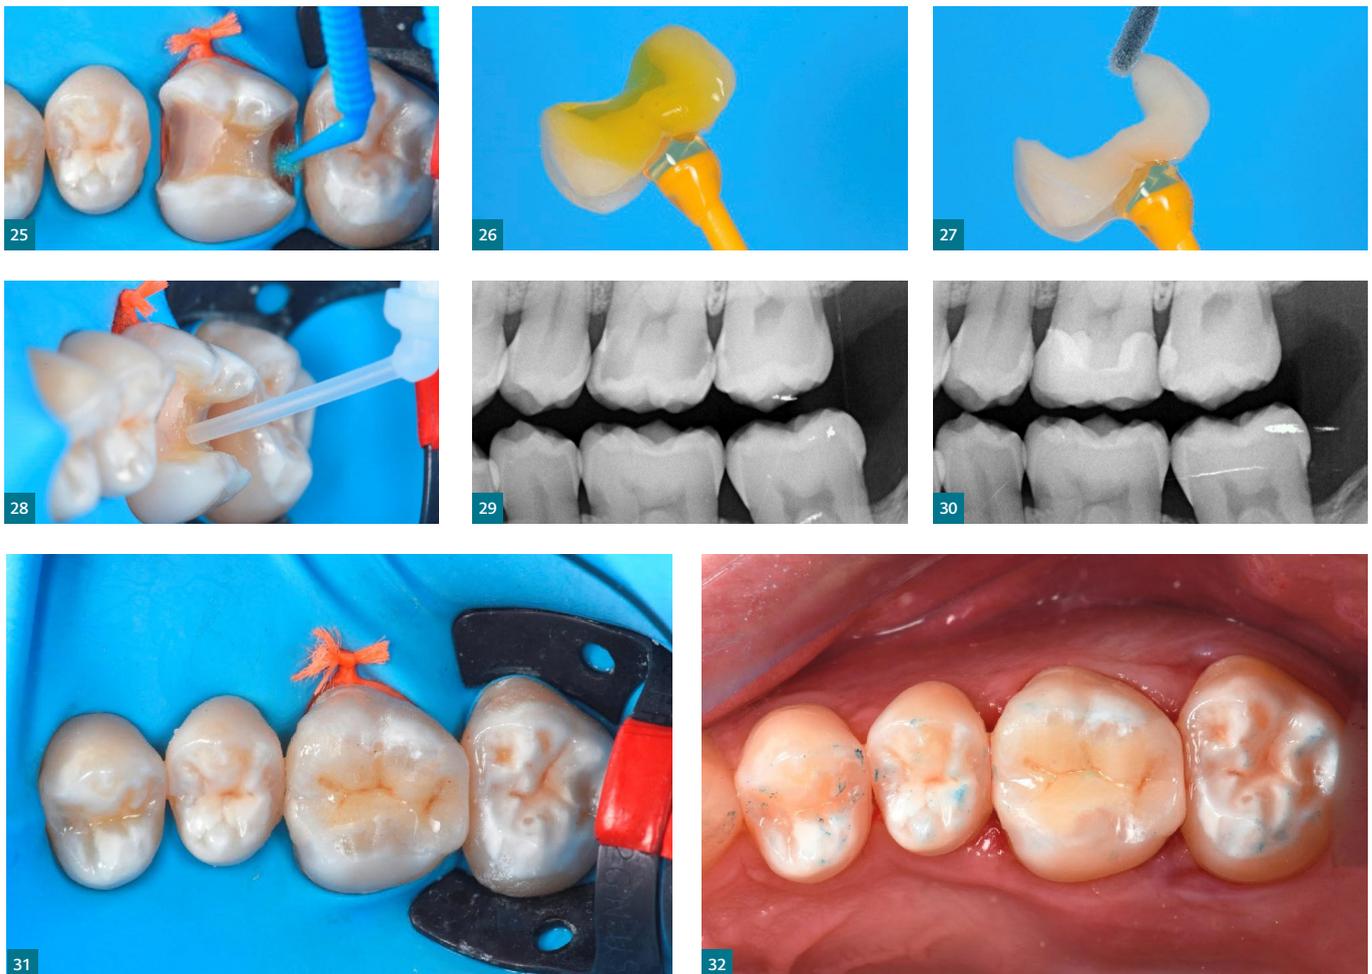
Klinische Ausgangssituation: kariöse Läsionen mesial und distal an Zahn 26 | Abb. 20 Präoperative Röntgenaufnahme | Abb. 21 Entfernung des gesamten kariösen Gewebes; Gestaltung der Kavität; Pulpenschutz und Immediate dentine sealing (IDS) aus fließfähigem Komposit an den axialen Wänden | Abb. 22 MOD-Inlay aus Presskeramik (IPS e.max) | Abb. 23 Ätzen des peripheren Zahnschmelzes | Abb. 24 und 25 Auftragen des Tooth Primers auf die Wände der präparierten Kavität | Abb. 26 Ätzen des Inlays mit Flusssäure | Abb. 27 Applikation des Visalys Restorative Primers | Abb. 28 Einbringen des Visalys CemCore in die Kavität | Abb. 29 und 30 Röntgenaufnahmen vor und nach dem Eingriff | Abb. 31 Situation nach Entfernung der Überschüsse und finaler Lichthärtung | Abb. 32 Situation nach Entfernung des Kofferdams
